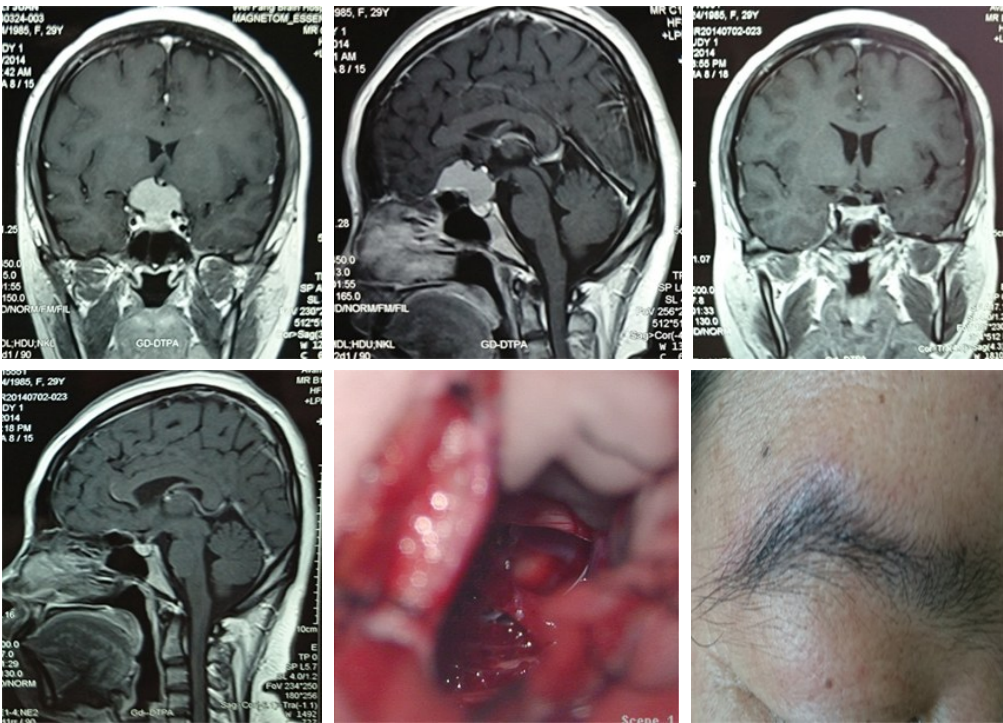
鞍结节脑膜瘤眶上入路锁孔手术前后颅脑 MRI 及手术所见
